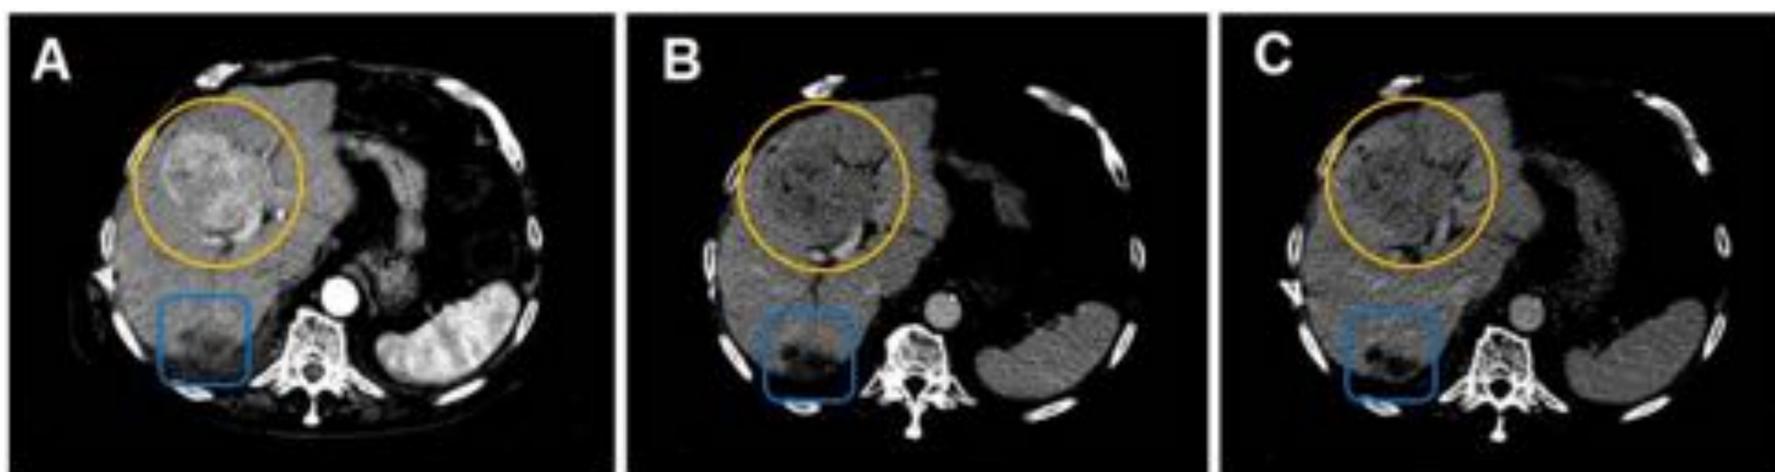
Cortes axiales de TC abdominal con contraste iv. Lesión focal en segmento IV (círculos amarillos), hipervascular en fase arterial tardía (A) que muestra lavado en fases portal hepática (B) y de equilibrio (C), compatible con CHC. En segmento VI-VII se observa absceso hepático (cuadrados azules).
